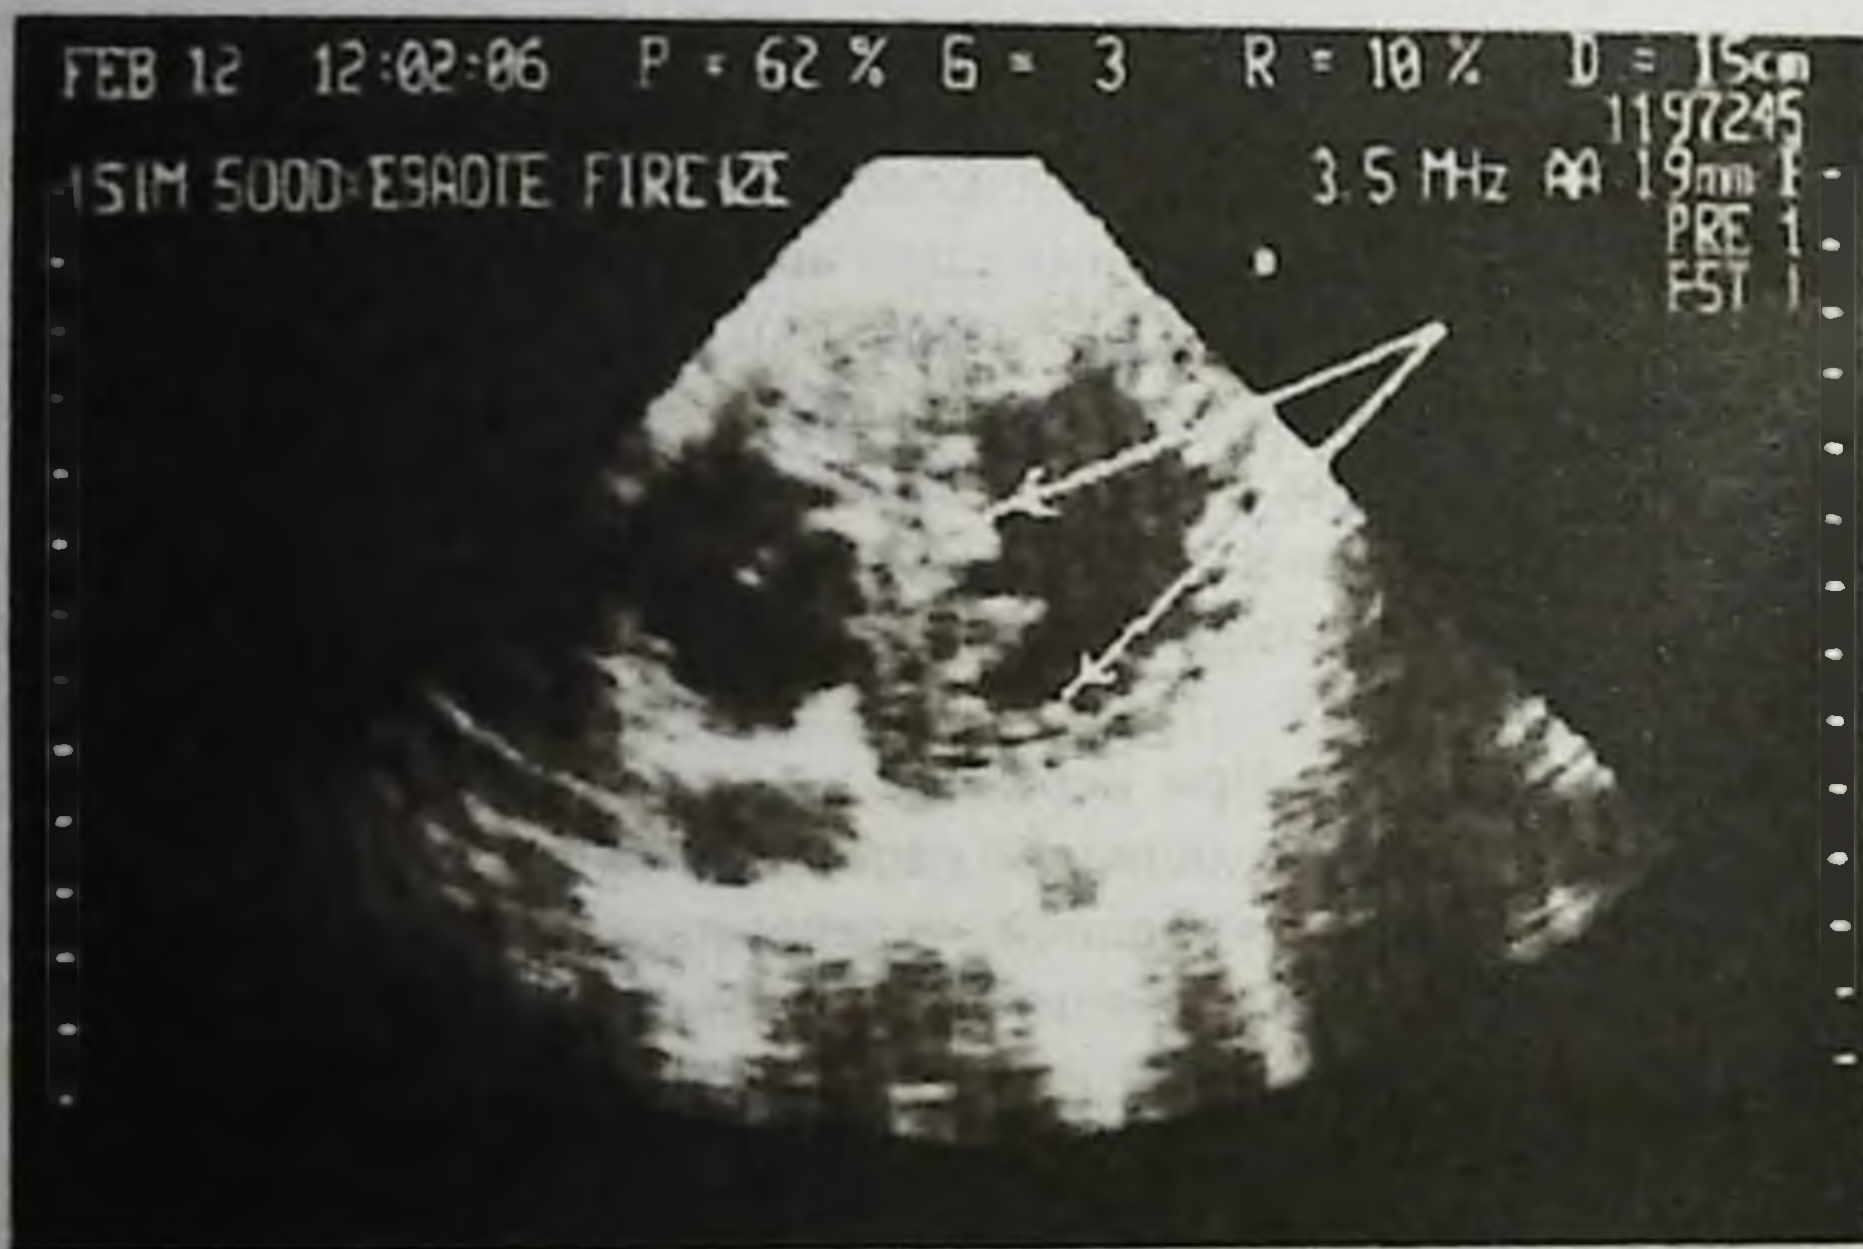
Эхокардиография. Бактериальный эндокардит.
